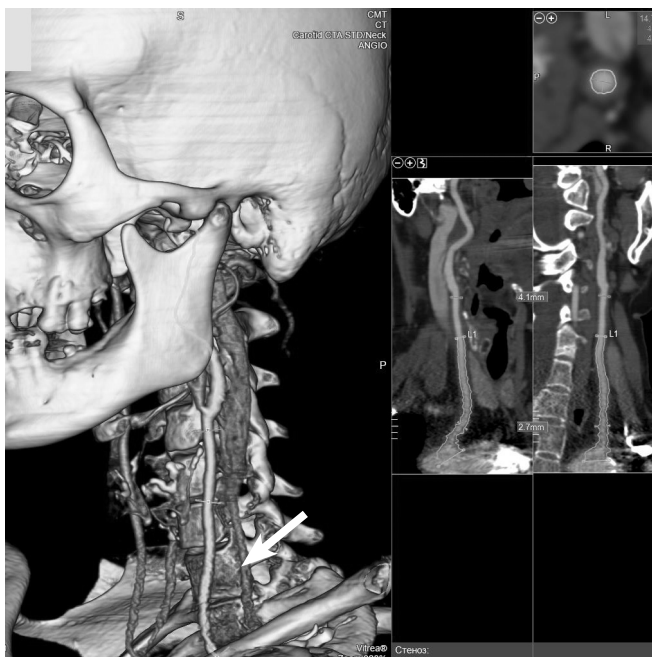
Результати КТ-ангіографії (06.2020, ефективна еквівалентна доза 3 мЗв; контрастне посилення: омніпак): потовщення (до 2,7 мм) стінки загальної сонної артерії і нерівномірність контуру стінки артерії (вказано стрілкою).
